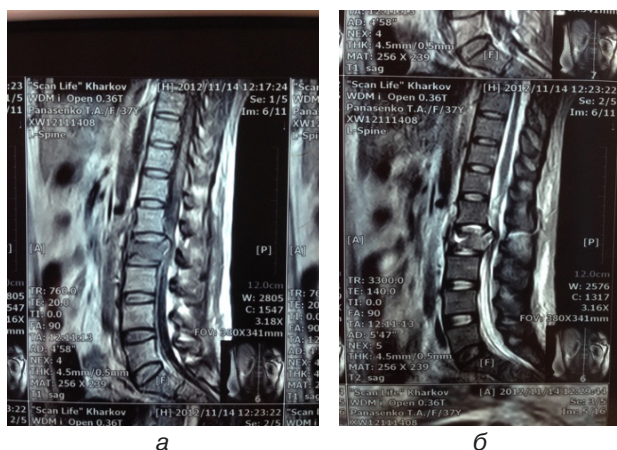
Фотовідбиток із магніторезонансної томографії, виконаної в режимах T1–33 (а) та T2–33 (б):
